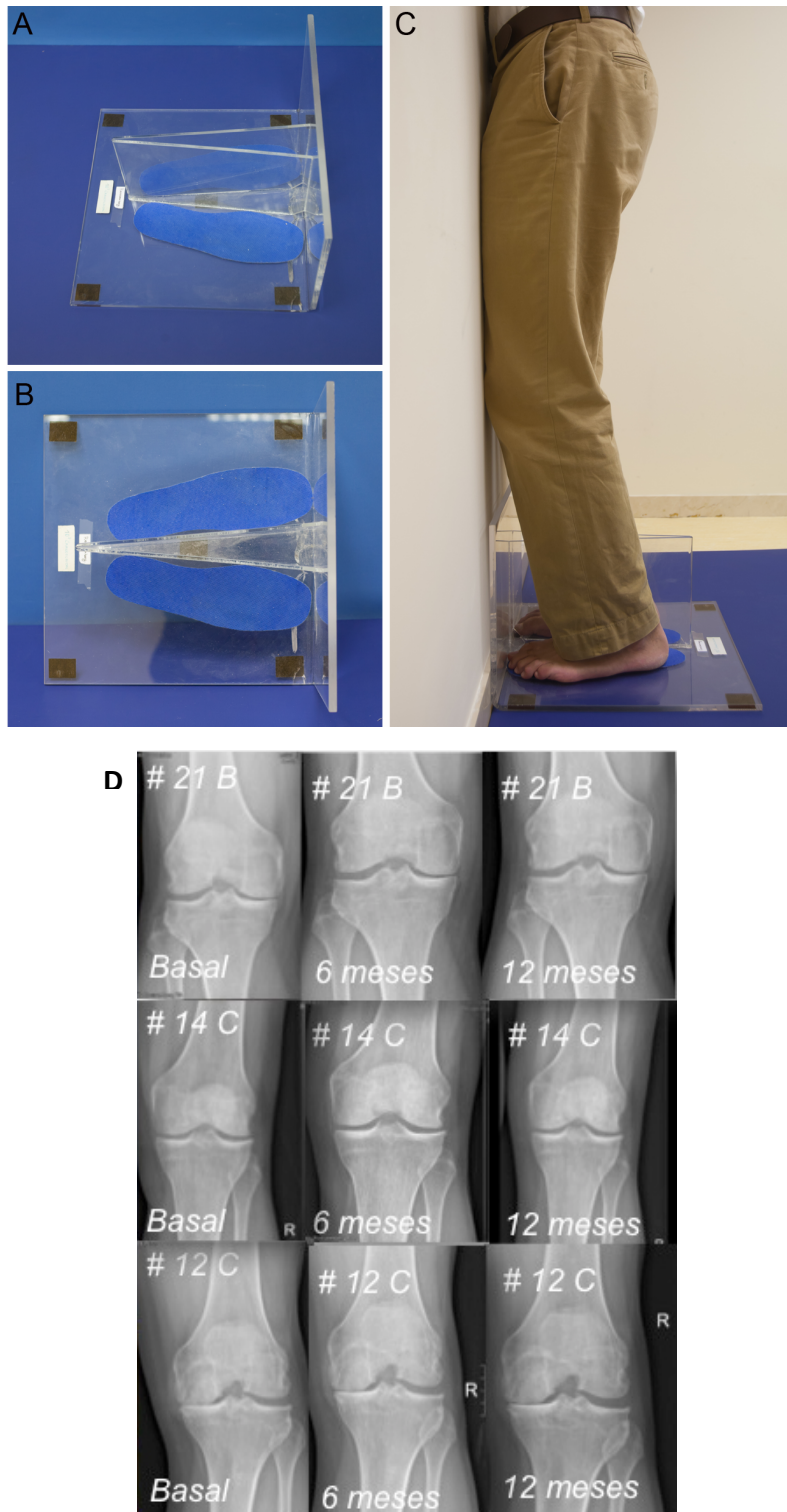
Posición de Rosenberg. A-C, Para la obtención de proyecciones comparables en el tiempo diseñamos un molde de metacrilato para el posicionamiento de los pacientes en el momento de la realización de las radiografías. D, Muestra el resultado de las proyecciones a diferentes tiempos (basal, 6 meses y 12 meses) y cómo son comparables cada una de ellas.
